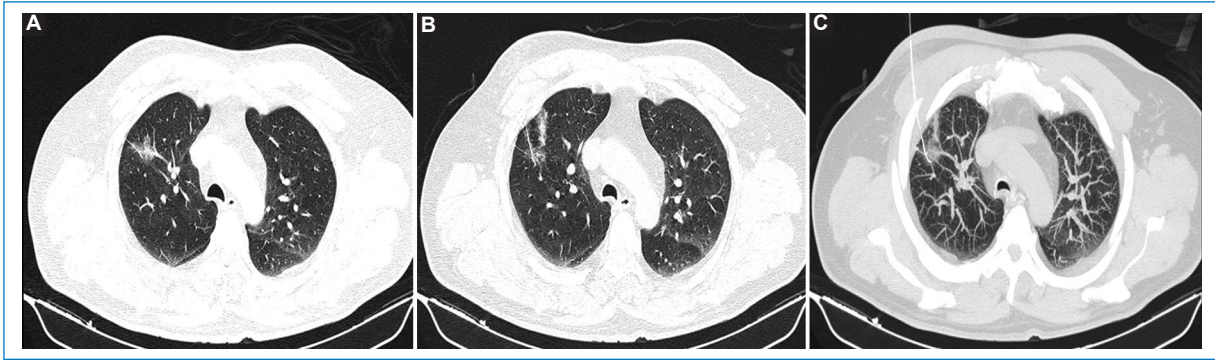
Caso 1. Tomografía computarizada de tórax en ventana pulmonar, con el paciente en decúbito dorsal. A: nódulo solitario en vidrio esmerilado en el lóbulo pulmonar superior derecho, segmento anterior. B: marcaje percutáneo con arpón de 20 G, abordaje anterolateral intercostal superior derecho, con pequeña hemorragia alveolar adyacente al nódulo. C: detalle del trayecto del arpón y de su extremo distal en el margen laterobasal del nódulo, reconstrucción MIP.
